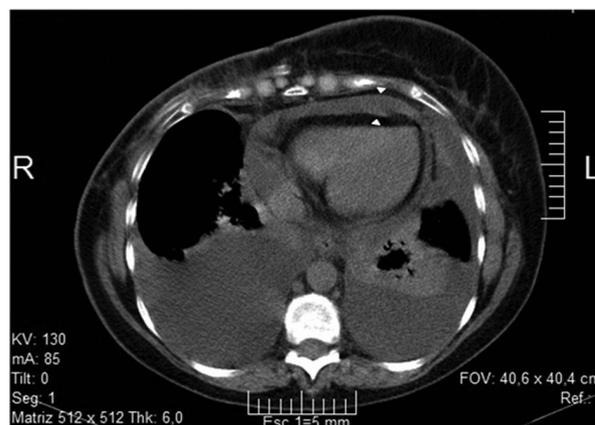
TC sin contraste, plano axial. Derrame pericárdico (cabecitas de flecha). Abundante derrame pleural bilateral a predominio derecho con colapso pasivo parcial del parénquima pulmonar subyacente.
